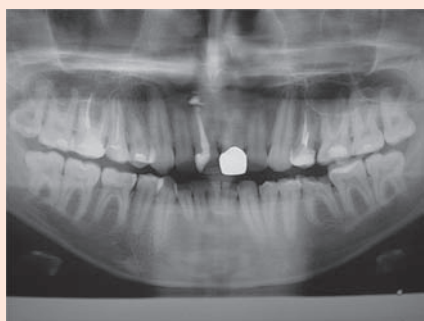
Рентгенограмма пациента Л., в области зуба 2.4.
